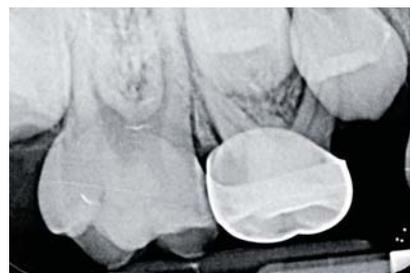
Рентгеновский снимок через 3 месяца: нет никаких патологических изменений в периапикальной области.
